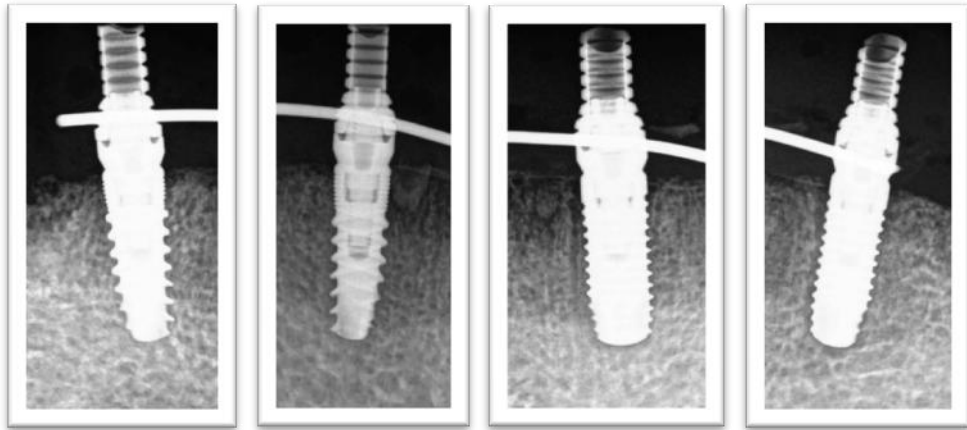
Radiografías periapicales con paralelizador (2 meses después de la cirugía).
